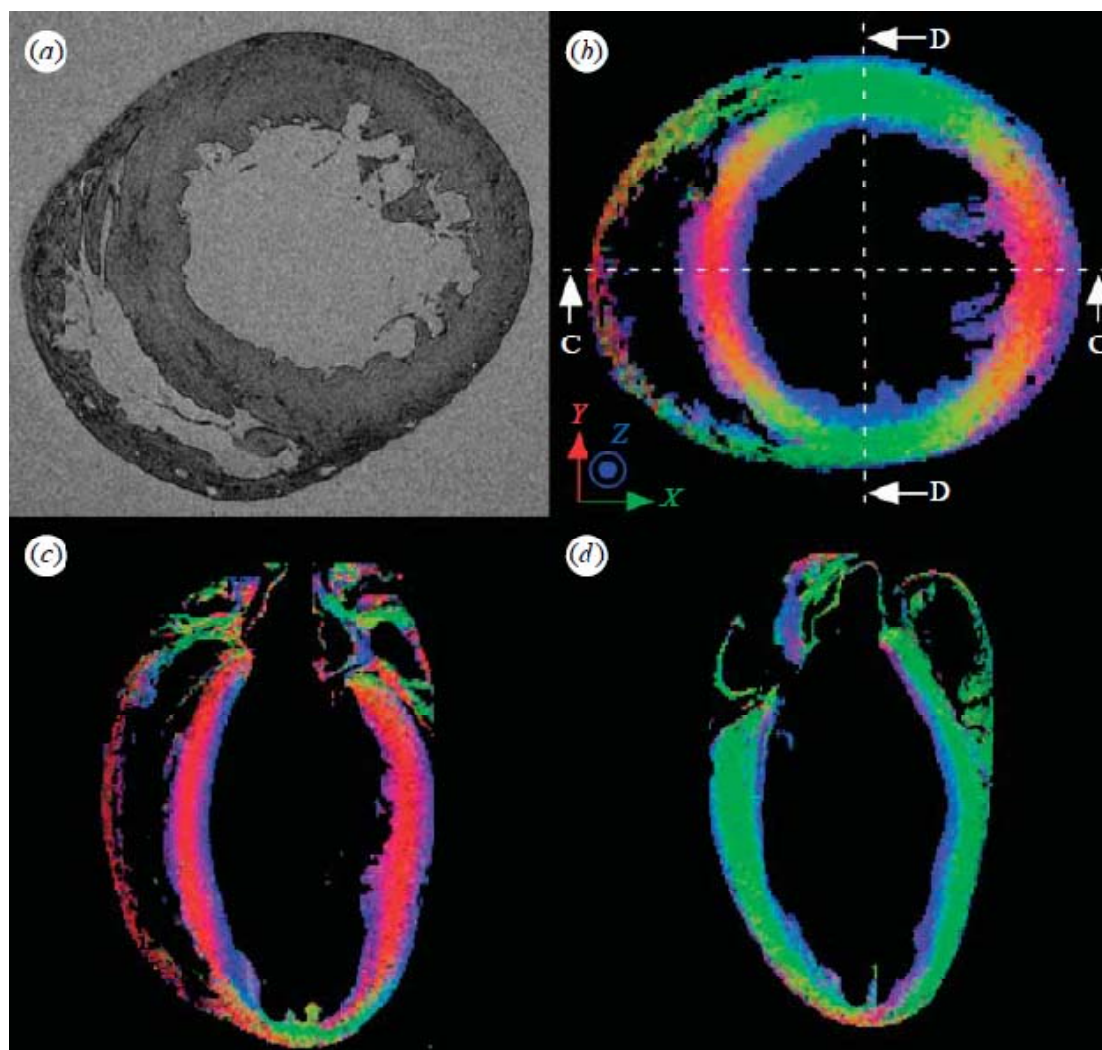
(a) Corte en el eje corto cardíaco de MRI *ex-vivo* de alta resolución (9,4 T) sobre corazón de rata. Representación mediante mapa de colores sobre cortes en el eje corto (b), plano de 4 cámaras (c) y eje largo cardíaco (d) de la dirección del autovector primario (orientación de fibras) de las imágenes de DTI *ex-vivo* de alta resolución tomadas sobre el mismo corazón de rata
